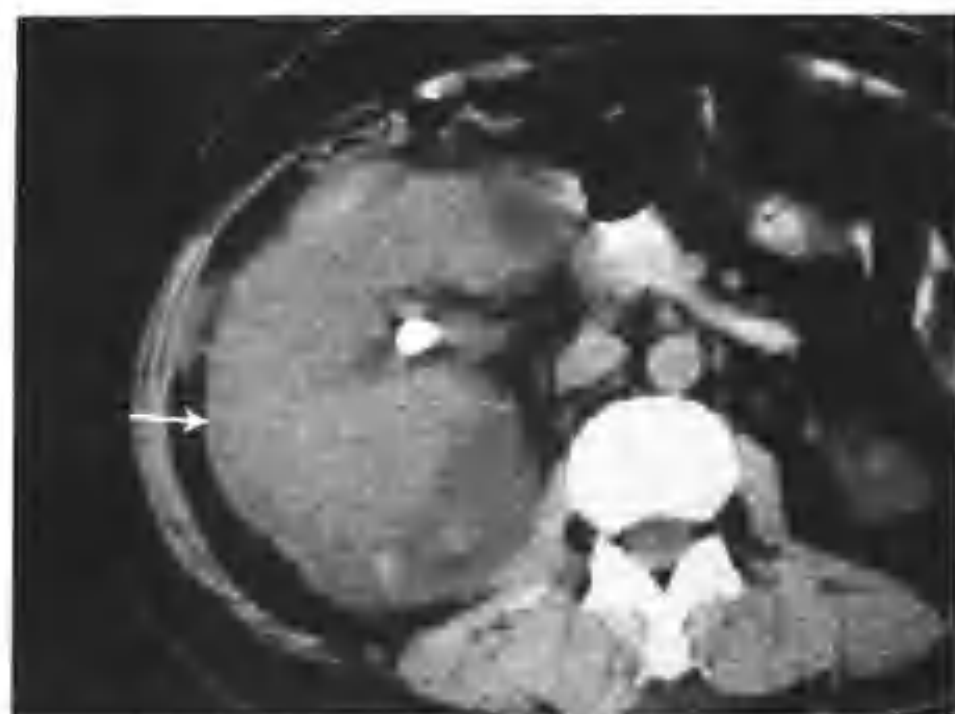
右肾炎症 (CT 平扫见右肾影明显增大, 平扫为混杂密度) (箭头)
